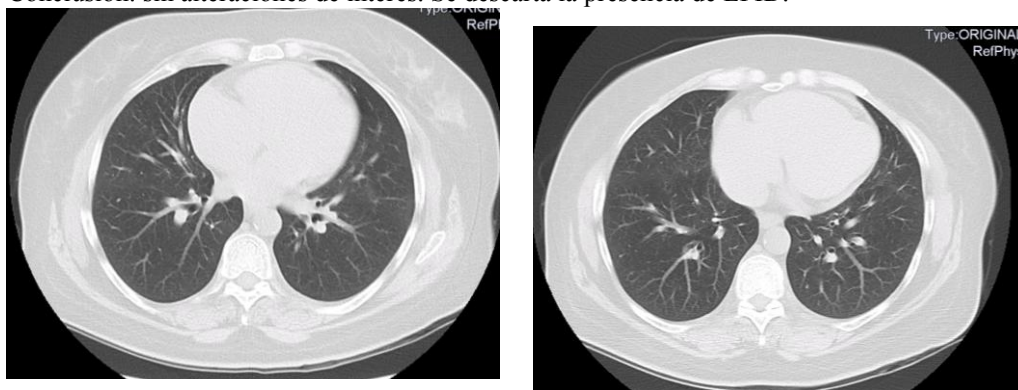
(izquierda) y Figura 4 (derecha): TC de tórax sin contraste en en ventana de pulmón. Podemos observar el aumento de la trama peribroncovascular en bases pulmonares.
